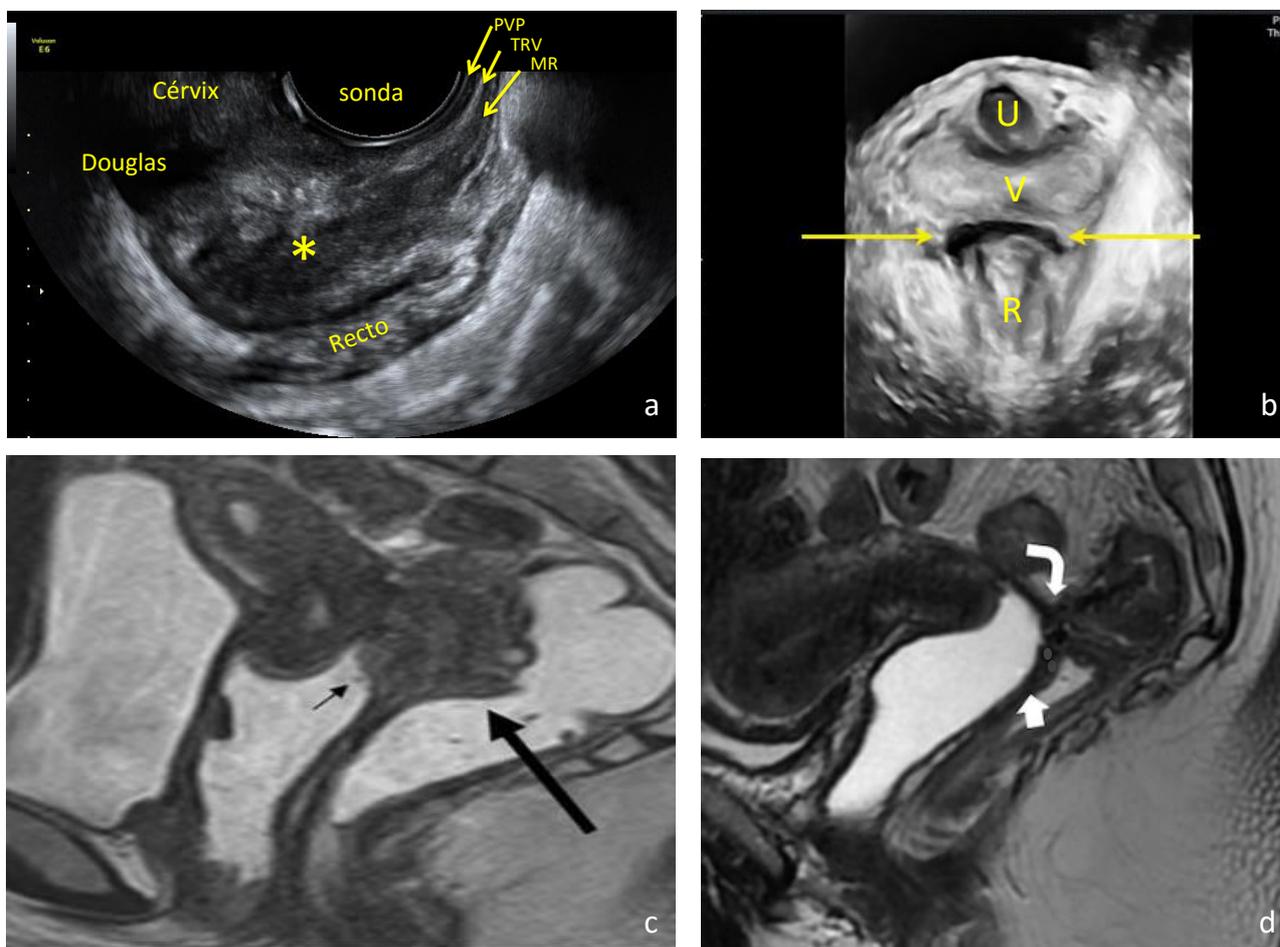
Imágenes de lesiones profundas a nivel Rectovaginal. (a) Ecografía donde se objetiva gran nódulo endometriósico(*) a nivel del TRV. PVP: pared vaginal posterior; TRV: tabique recto vaginal; MR: muscularis rectal. y (b) Ecografía transperineal 3D visualizando nódulo del TRV (flechas) en un nivel bajo. U: uretra; V: vagina; R: recto. (c) RNM imagen ponderada en T1 que objetiva gran nódulo (flechas) en un nivel alto del TRV. (d) Imagen de RNM ponderada en T2, donde se objetiva pequeño nódulo endometriósico (flechas) en un nivel bajo del TRV.
